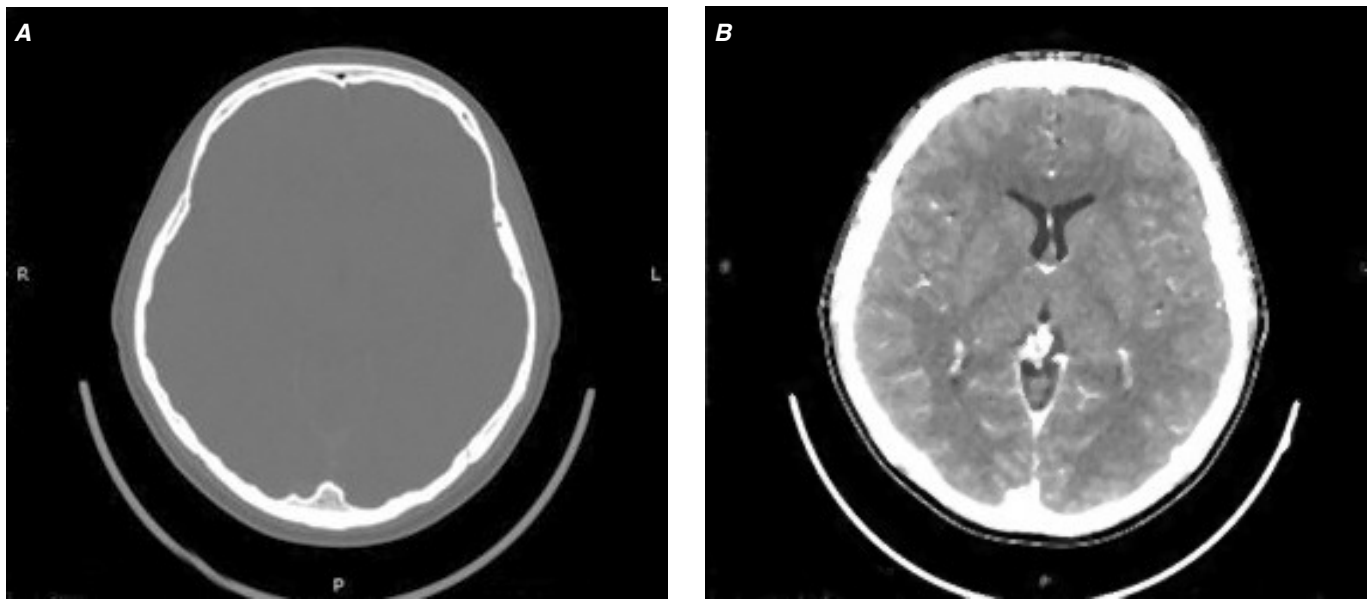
Tomografía axial computada de cráneo fase simple y contrastada donde no se demuestra lesión en parénquima cerebral.
